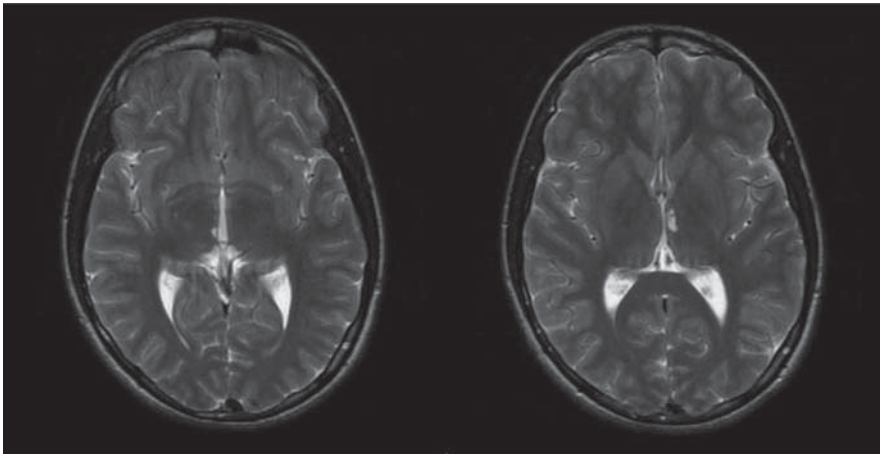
Ressonância magnética em T2, plano axial: mostra sequelas de lesões talâmicas bilaterais.
